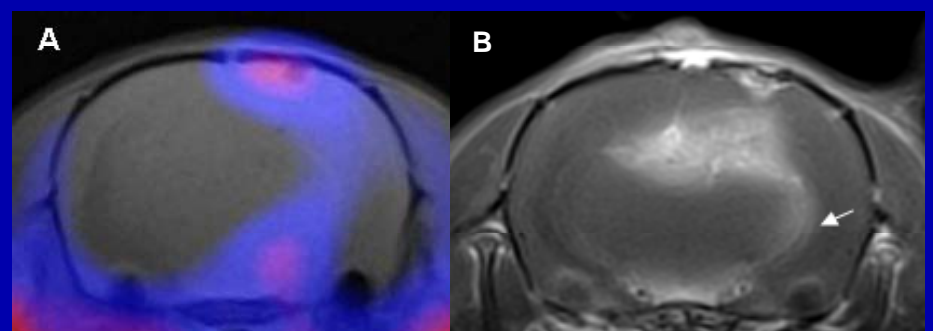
Erste Ergebnisse der Fusionsbildgebung μ PET (A) und 3T MRT (B; T1+Gd)
